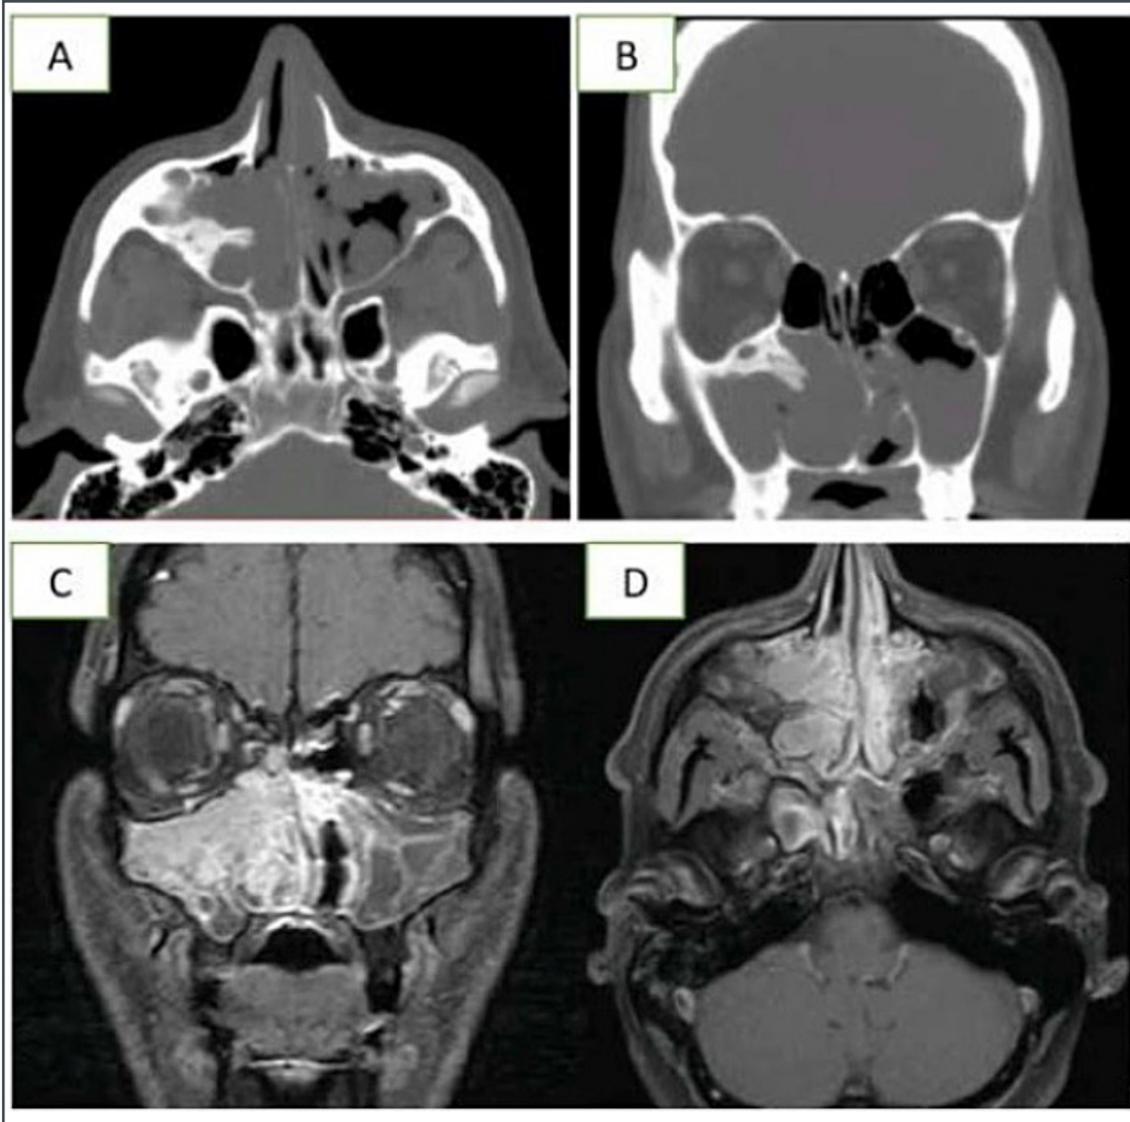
Caso 1. (A-B): segnale TC eterogeneo a causa di aree di elevata attenuazione causata da elementi ferromagnetici (pattern simile al ferro) con pneumatizzazione del turbinato medio (concha bullosa). (C-D): scansione MRI dello stesso paziente.
